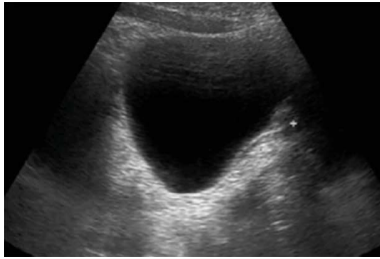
Abdomensonographie, Längsschnitt, Uterusaplasie
